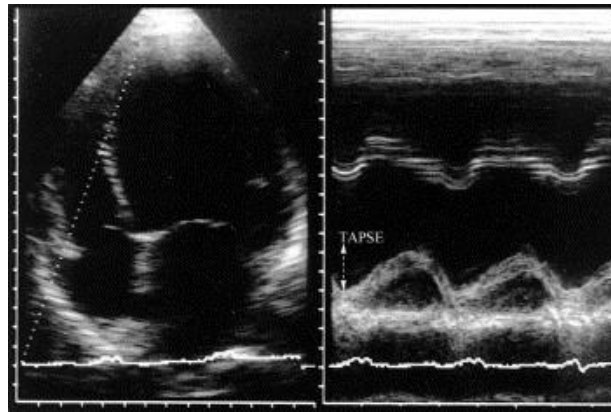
Echokardiografische Darstellung der apikalen Vierkammerprojektion. Links, die M-mode Gerade hier gelegen am seitlichen Rand des trikuspiden annulus. Rechts die Messung der TAPSE via M-mode.
